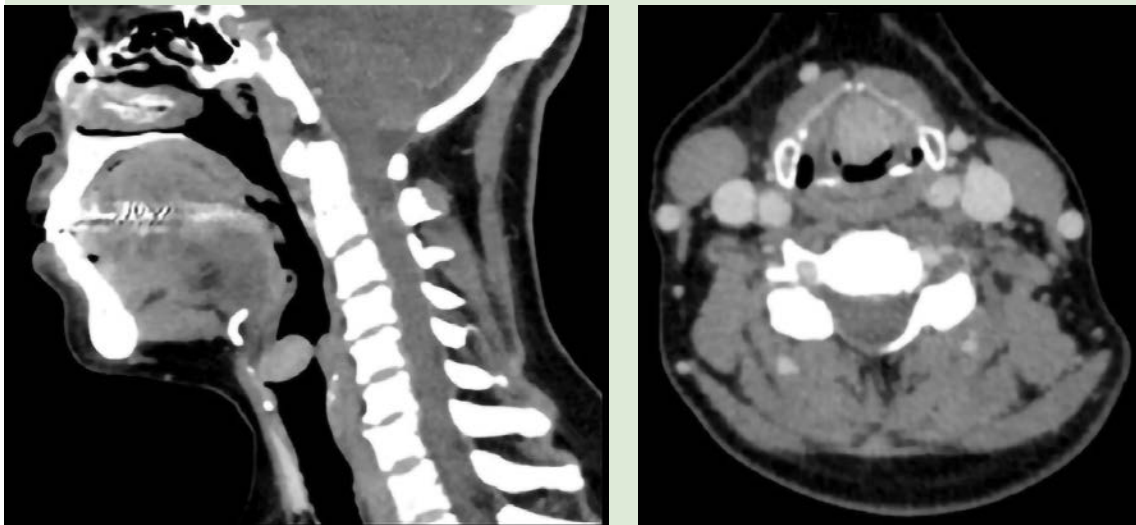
Tomografía contrastada de cuello, corte sagital y axial con neoformación glótica con realce al medio de contraste.
